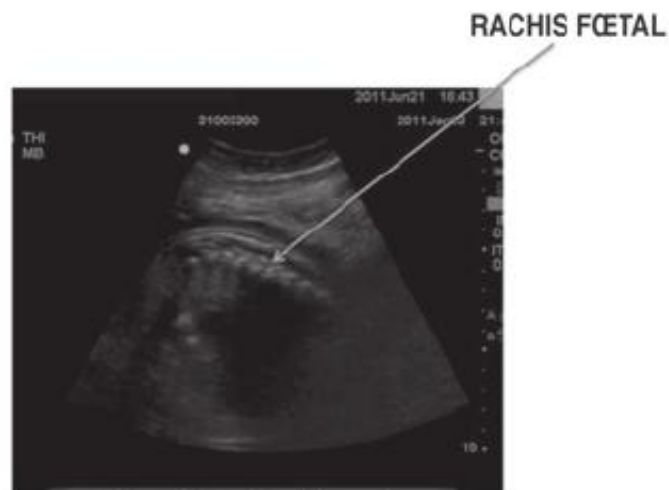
Échographie du rachis.
